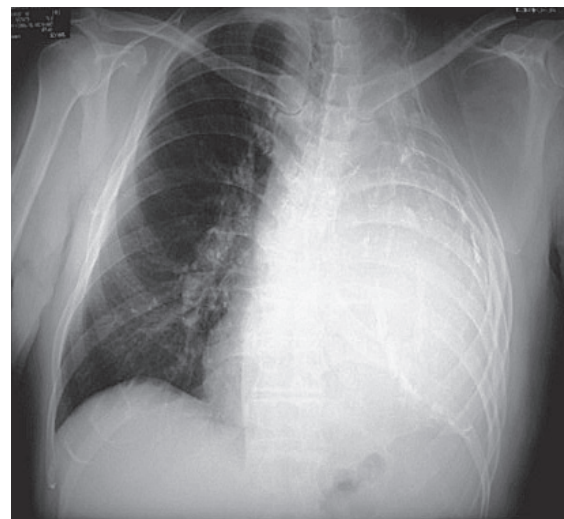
Chest X-ray on June 2006 shows complete opacification of the left hemithorax and calcification.
